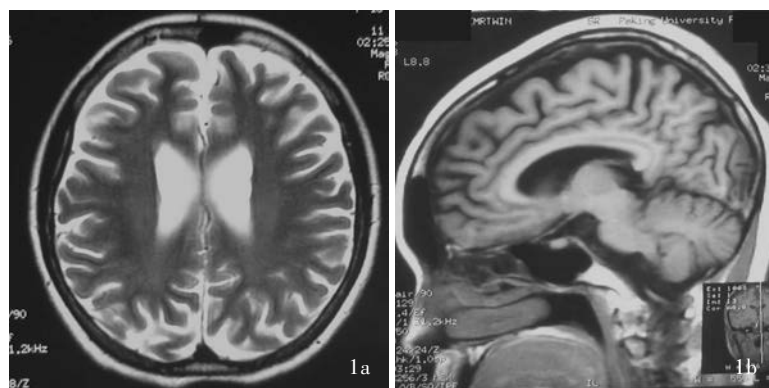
家系 1 先证者头部 MRI 显示脑萎缩, 双侧侧脑室旁白质轻度脱髓鞘改变 1a 横断面 T₂WI 1b 矢状位 T₁WI
